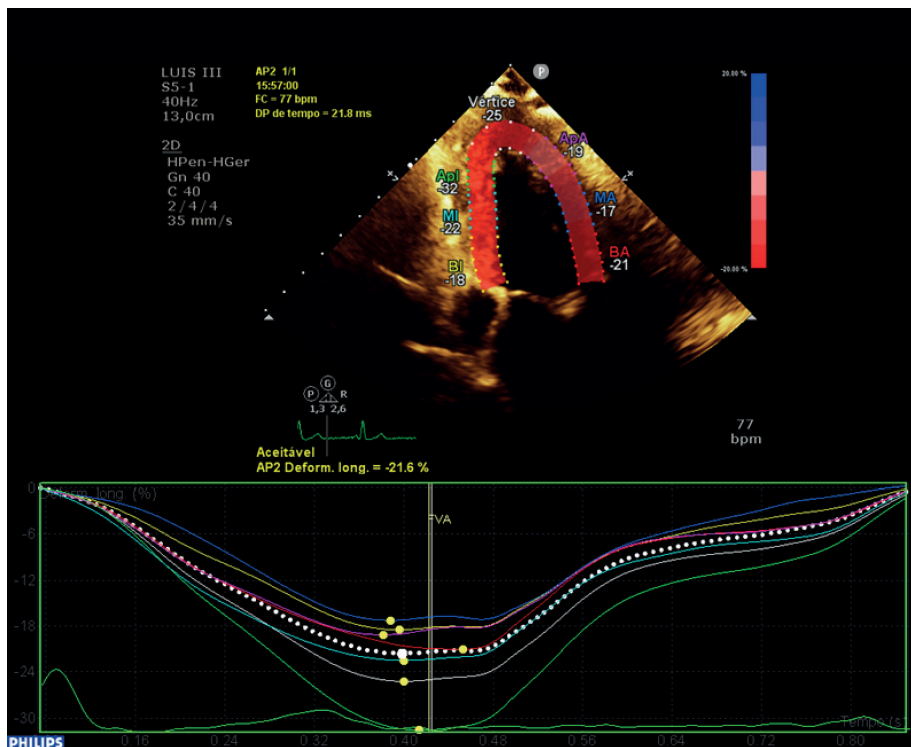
Strain longitudinal apical 2 câmaras do segundo ecocardiograma com valores normais e sem contração pós-sistólica.
